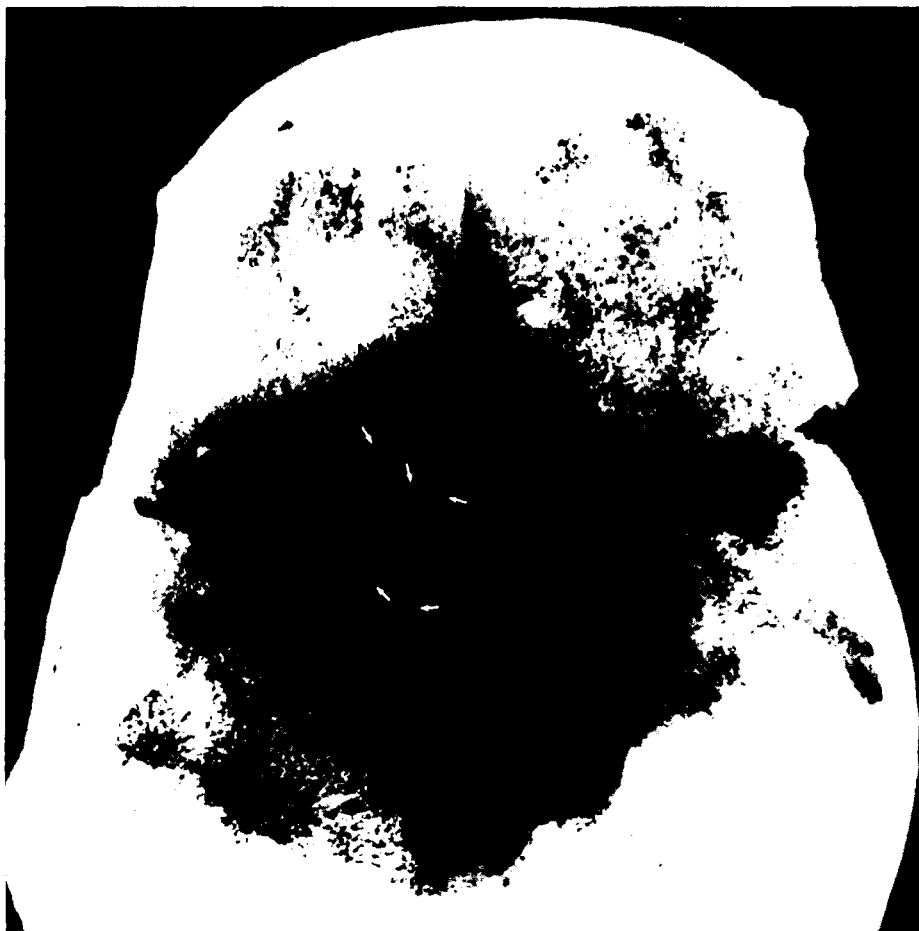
Radiografía en proyección de Hirtz del cráneo núm. 3 de la «Bòbila Madurell», en la que se puede apreciar la profusión de vasos neoformados alrededor del área osteolítica (↓).
